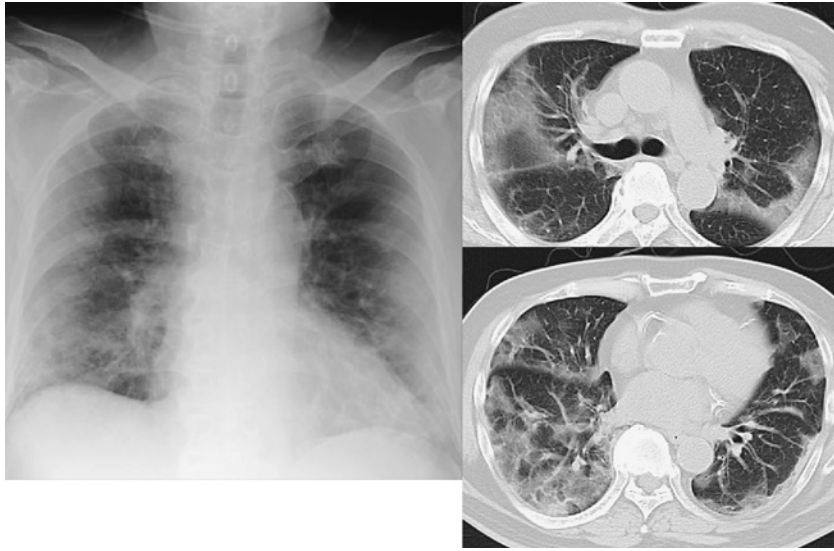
70歳代男性（重症例）の胸部X線写真と胸部CT所見
